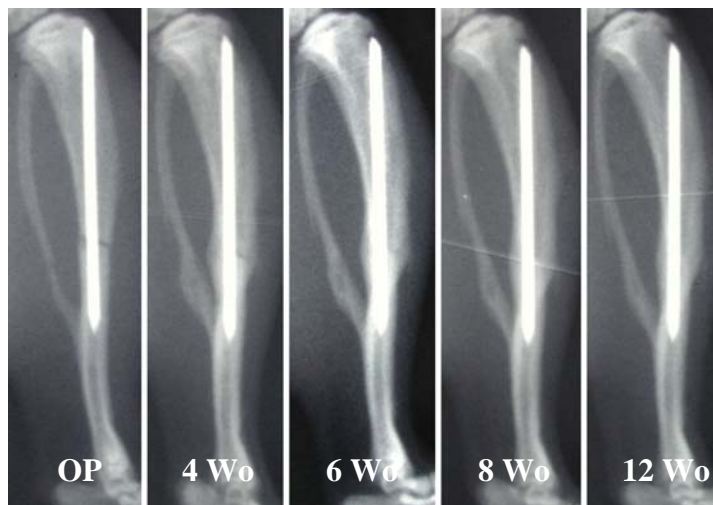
Ratte aus der WF-Gruppe. Laterale Röntgenbilder vom OP-Tag, 4, 6, 8 und 12 Wochen nach der OP (von links nach rechts).
